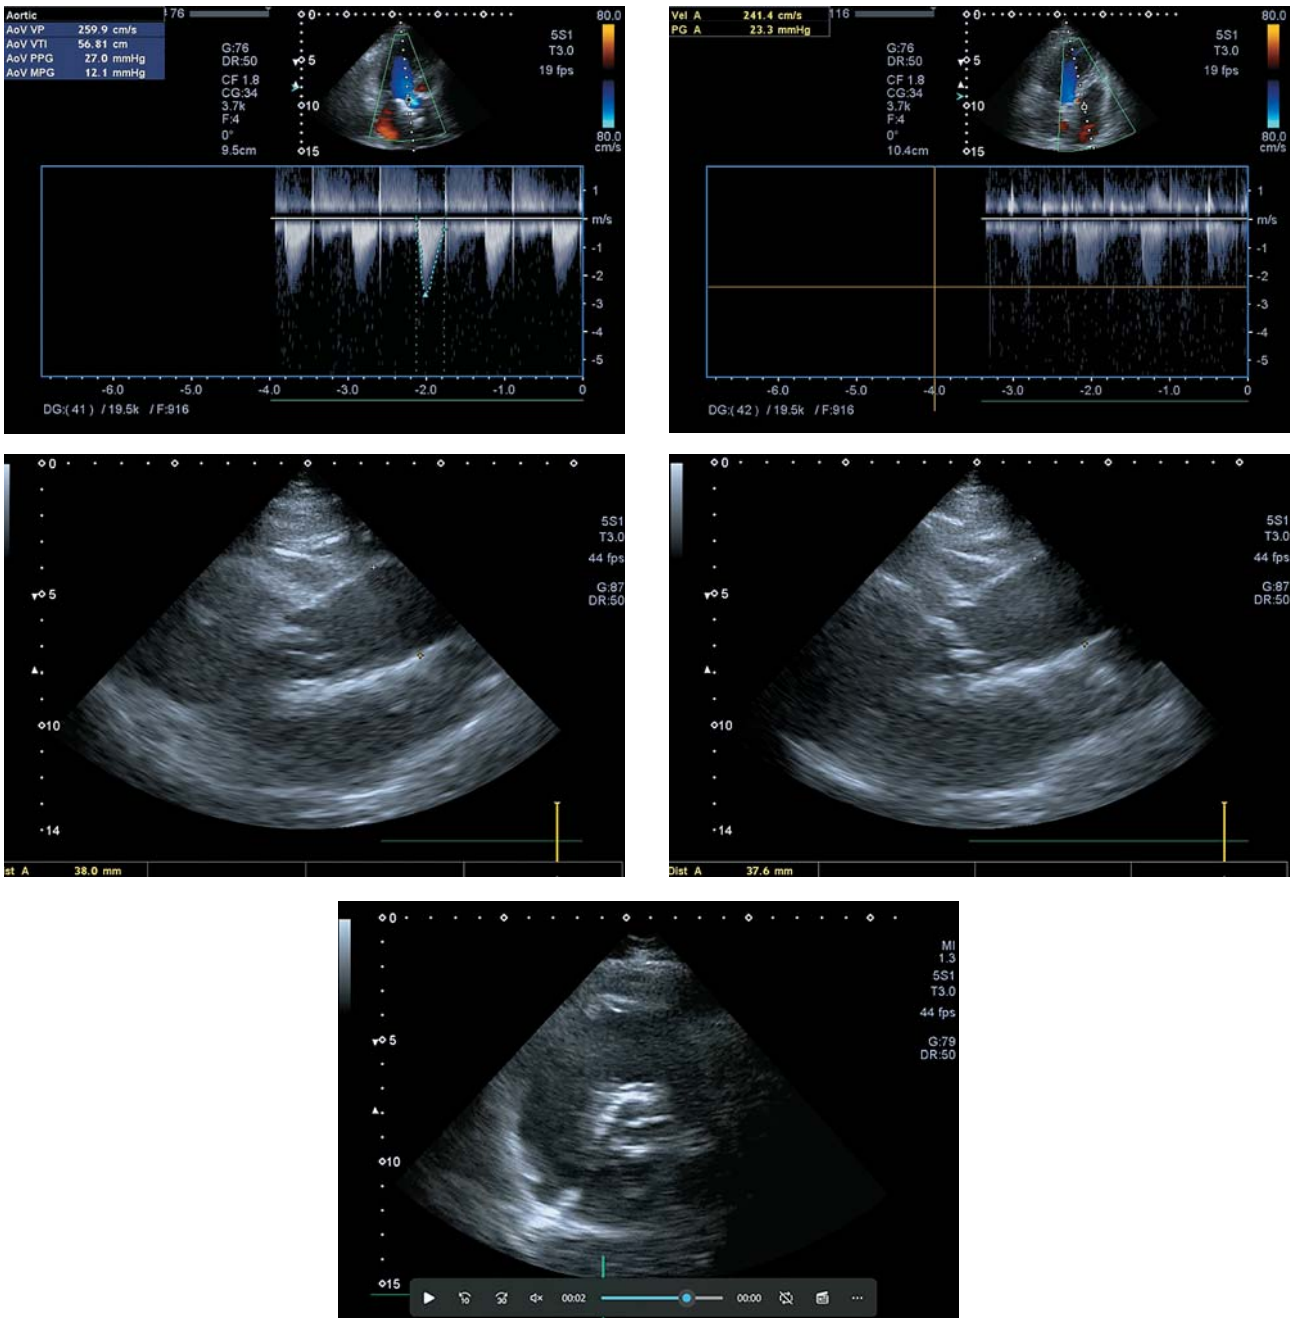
Control echocardiography after 10 years.
